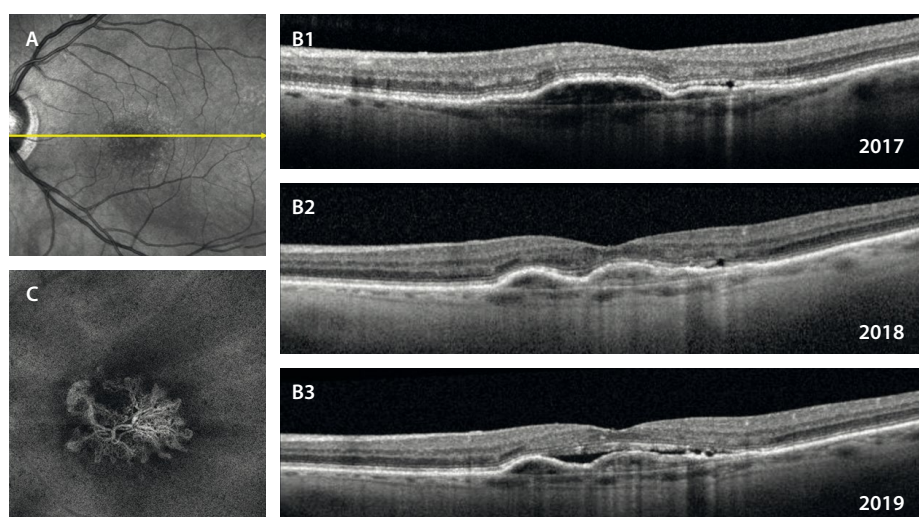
Membranas neovasculares no exudativas. A) La imagen cercana a la infrarroja delimita un área de hiporreflectividad granular. En el corte de la tomografía de coherencia óptica (B1) se aprecia un desprendimiento del epitelio pigmentario de la retina más ancho que alto, con un techo irregular y un contenido hiporreflectivo que responde a las características de SIRE (*shallow irregular RPE elevation*). Llama la atención que durante más de 6 meses no presenta signos de exudación, tal y como se observa en el mismo corte de la tomografía de coherencia óptica un año después (B2). Sin embargo, al ser membranas neovasculares biológicamente activas, acaban exudando y produciendo fluido subretiniano, tal y como se aprecia en el mismo corte de la tomografía de coherencia óptica 2 años después (B3).
